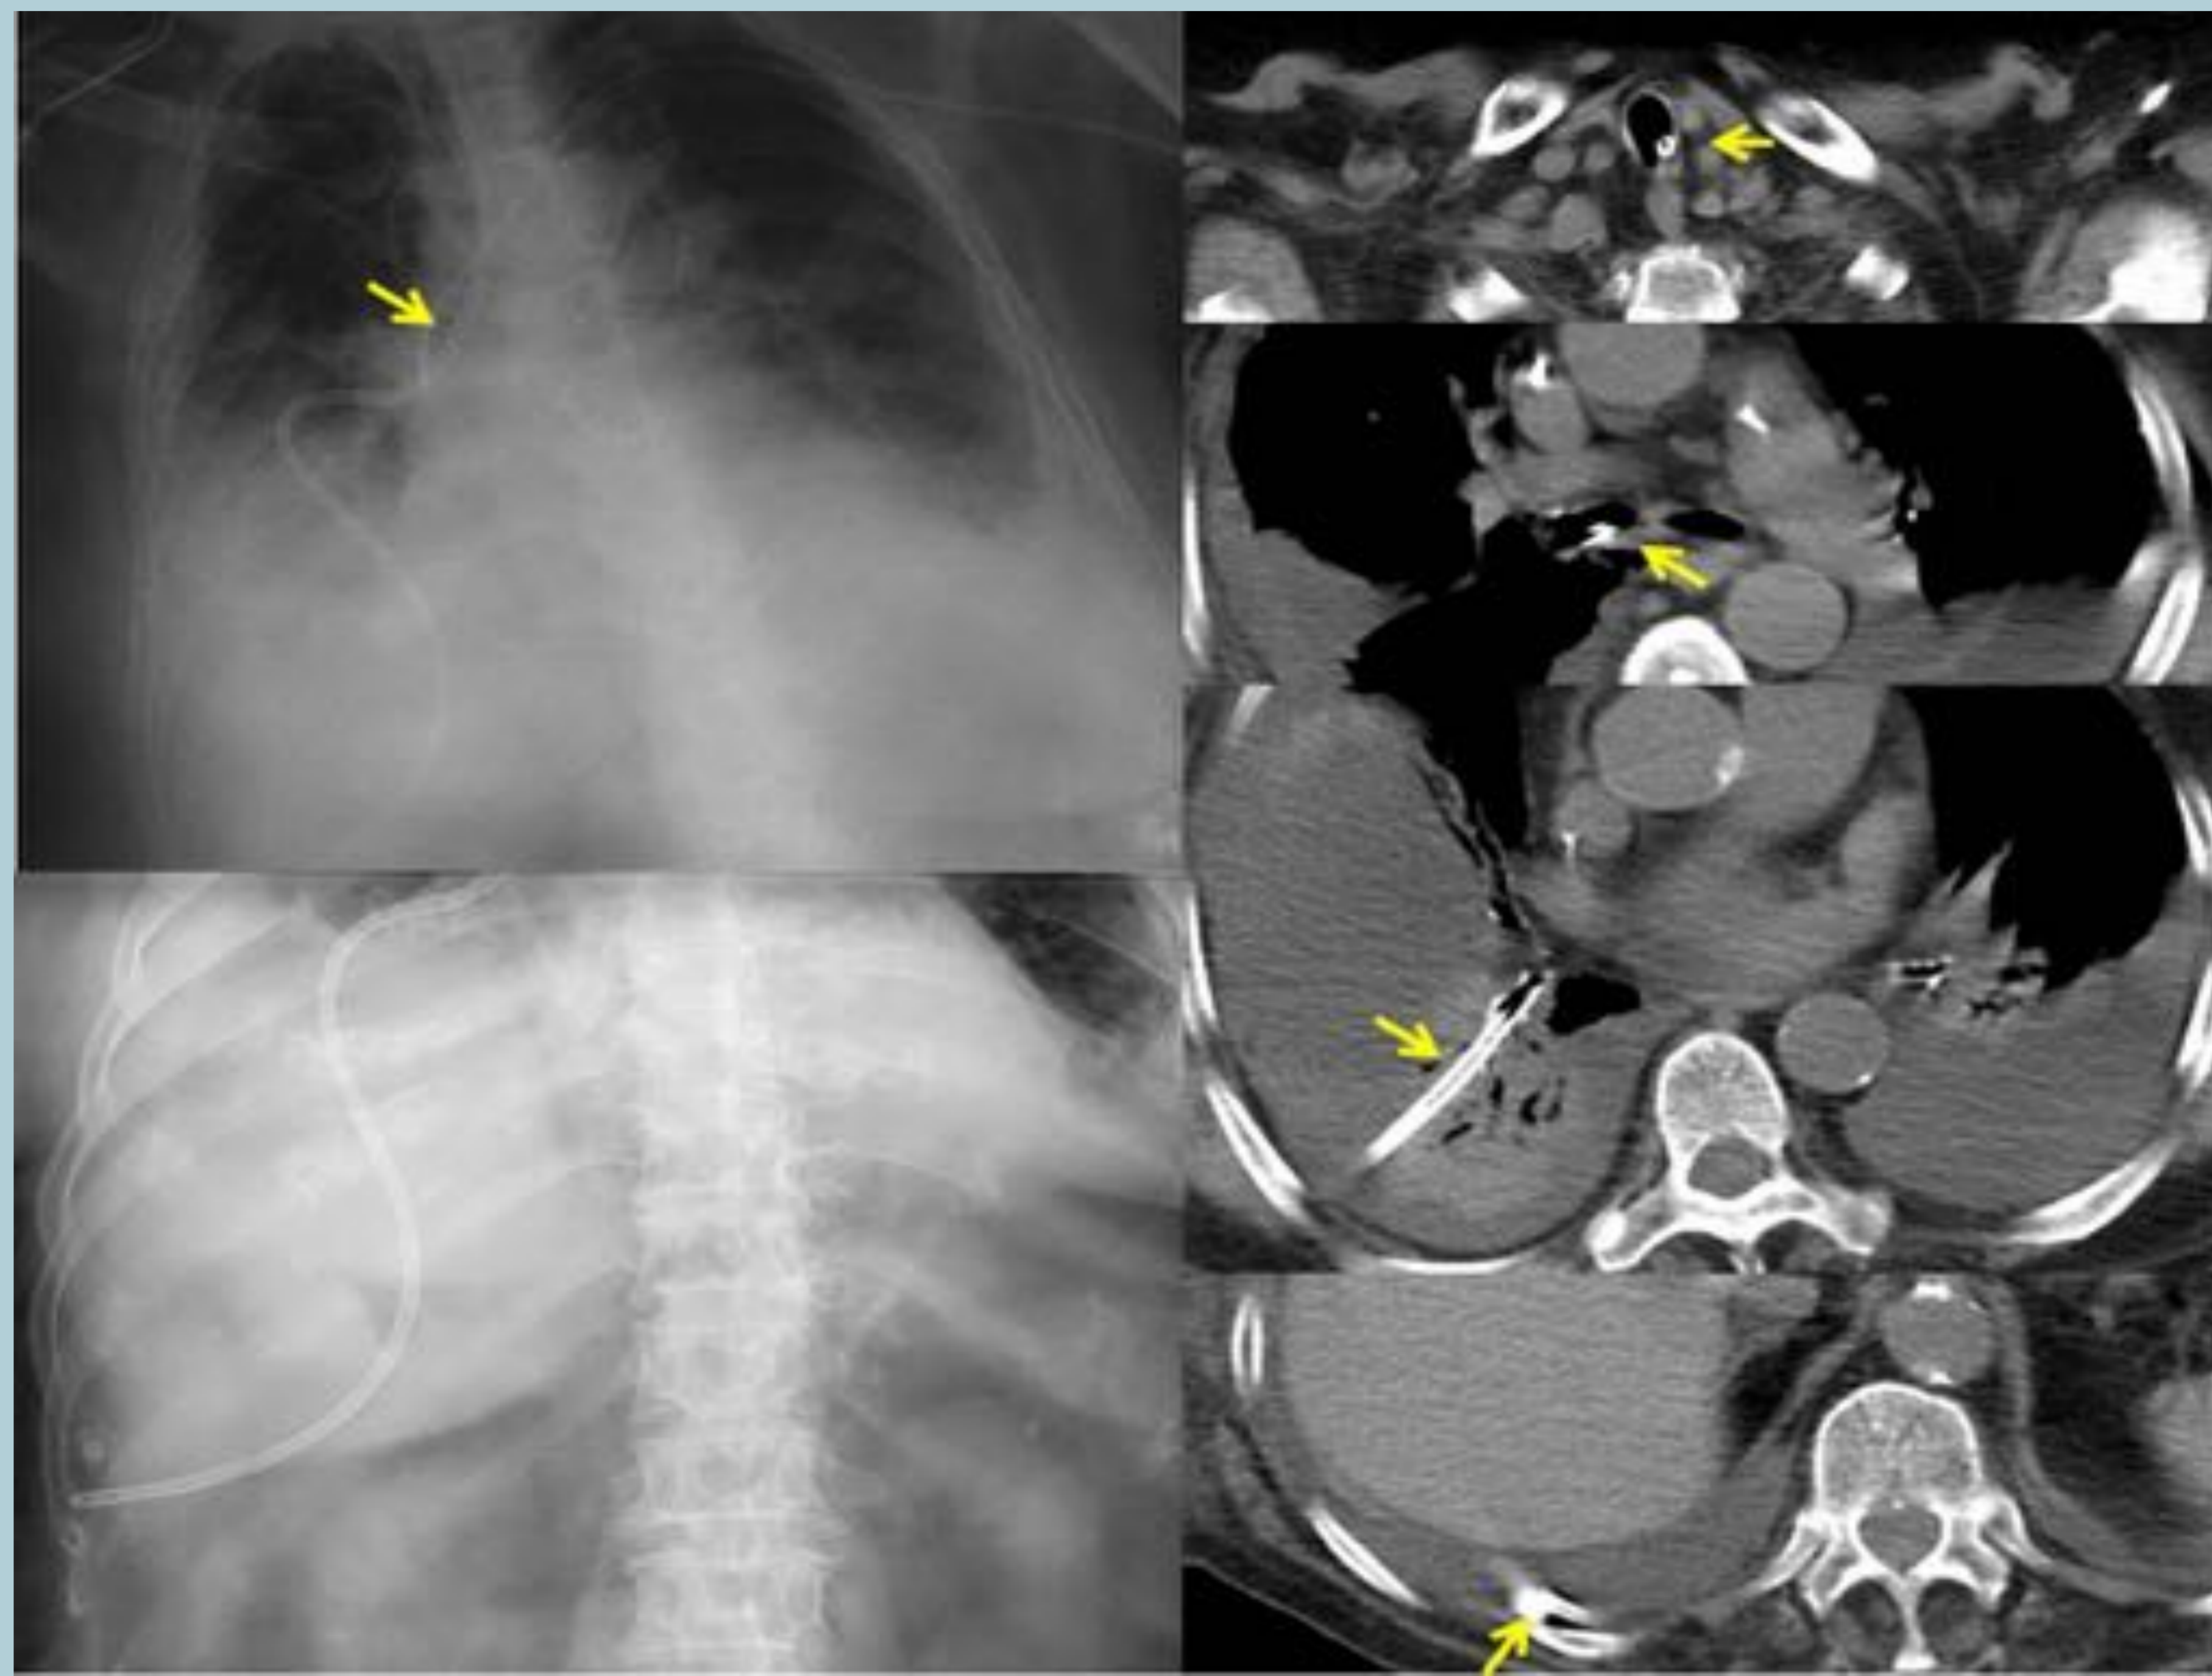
Radiografía de tórax e imágenes axiales de TC de tórax, realizadas a una mujer de 83 años para comprobar la posición de una sonda nasogástrica. La radiografía mostró que la sonda estaba introducida en la tráquea y en el bronquio principal derecho y su extremo distal se proyectaba en el abdomen. La TC demostró que la sonda nasogástrica se introducía en la tráquea, en el bronquio principal derecho y cruzaba el parénquima pulmonar para localizarse en el seno costofrénico posterior derecho (flechas amarillas). Además había derrame pleural ipsilateral.
